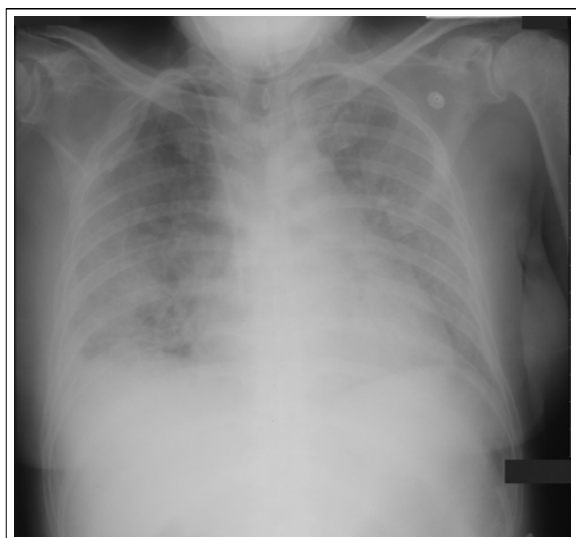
Chest X-ray one week after high dose steroid and antibiotics therapy. Diffuse poorly defined air-space opacities and volume reduction of both lung have markedly aggravated.
